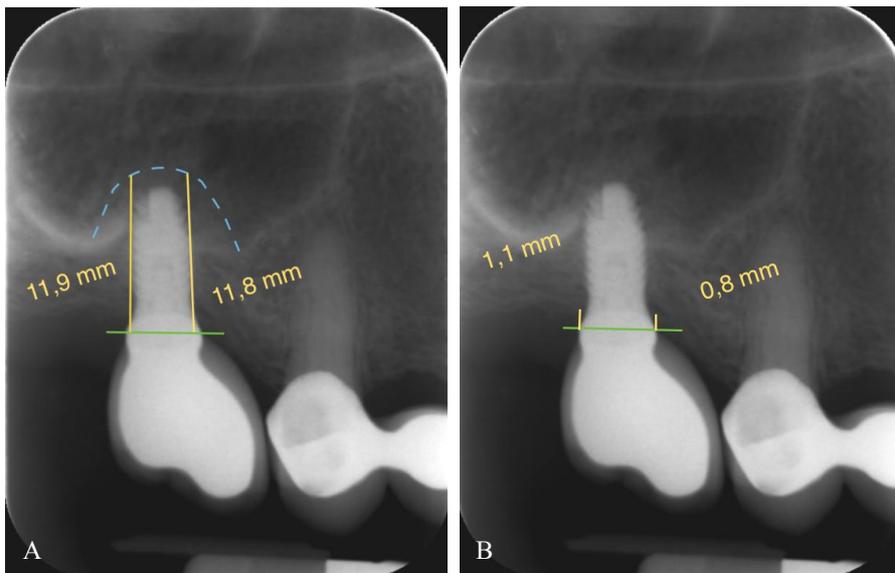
I. Radiografía periapical al año de la carga: A) medida de la altura ganada al seno; y B) medida de la pérdida ósea periimplantaria al año de la carga.
